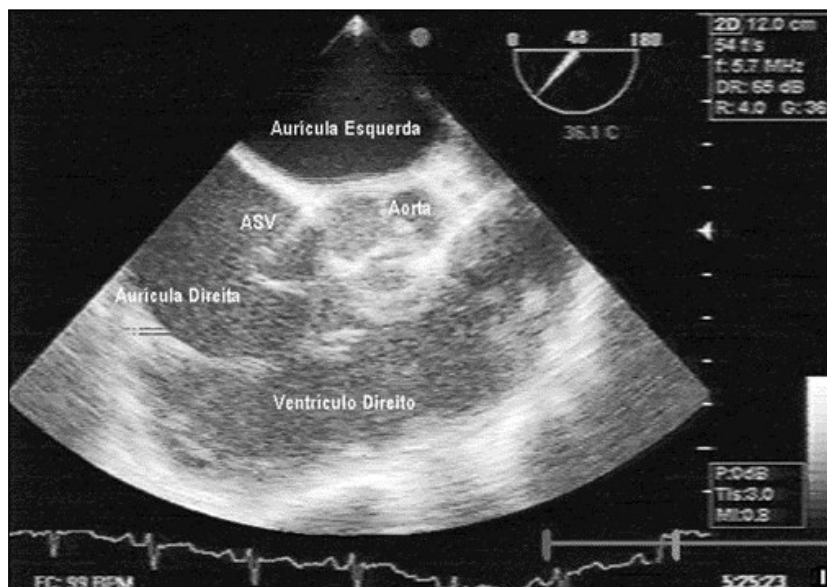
Ecocardiograma transesofágico - aspecto bidimensional. Plano com válvula aórtica em curto eixo a 40°, observando-se aneurisma do seio de Valsalva (ASV) não coronário.
